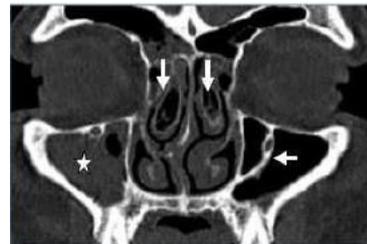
TC seios perinasais em contexto de desvio do septo. Sahu A, et al. Computerised Tomographic Evaluation of Structural Variations in Sinonasal Region and its Clinical Correlation. Int J Clin Exp otolaryngol
